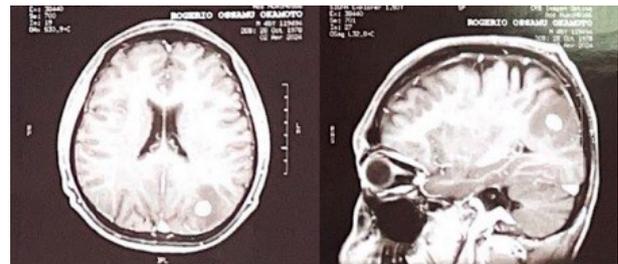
Ressonância magnética de crânio (abril/2024)
